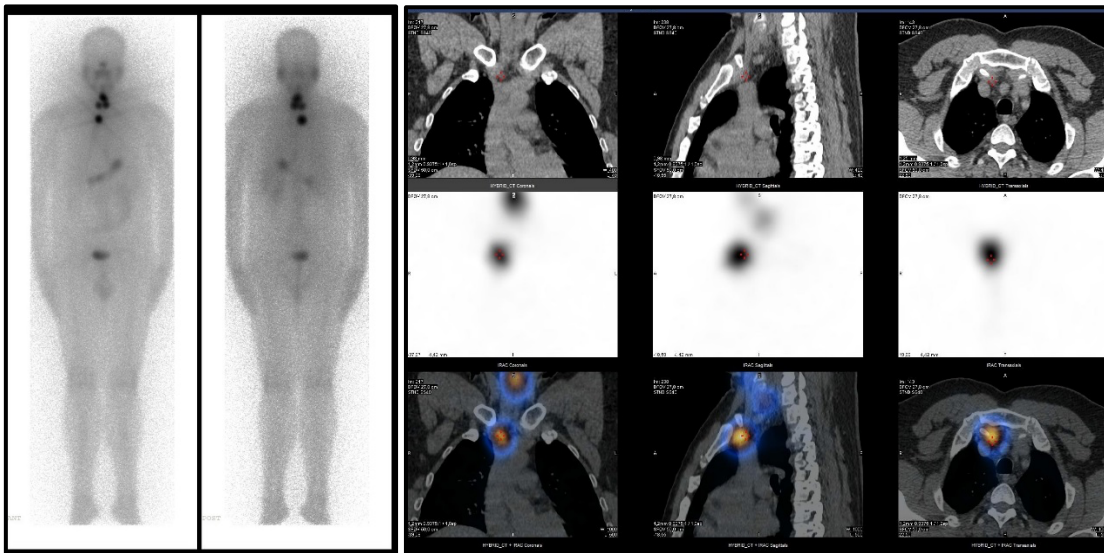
Homme, 37ans, CP sous type vésiculaire, pT1bNxMx, traitée par 1.1 GBq d' ^{131}I . le Balayage à l'iode et acquisition SPECT/CT de la région cervicale montrent un reliquat thyroïdien et une adénopathie rétro sternale (Source Auteur, service de médecine nucléaire, HMRUC).
